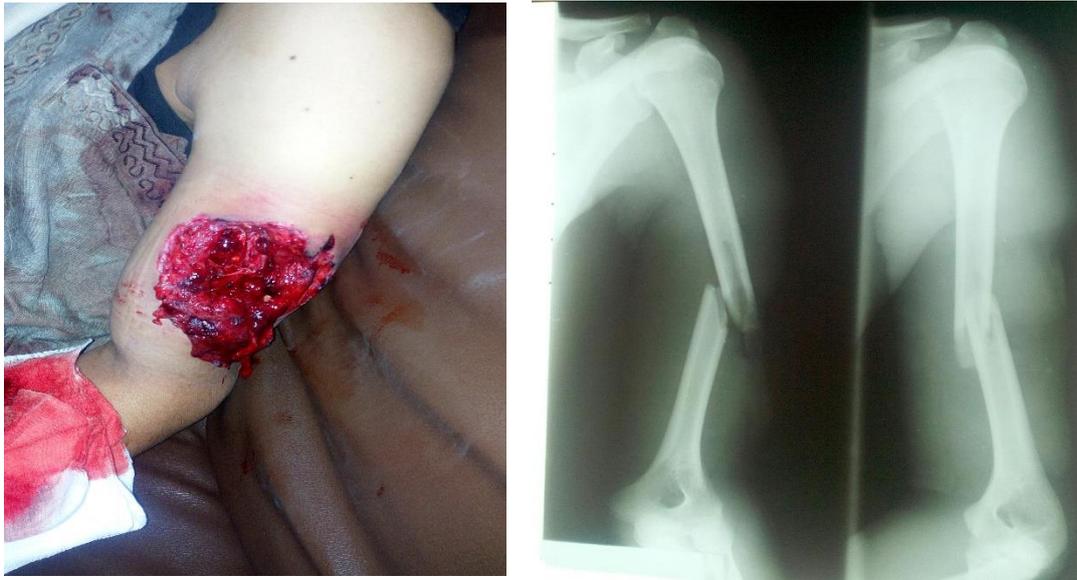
Image à l'admission ainsi que de la radiographie diagnostique.
